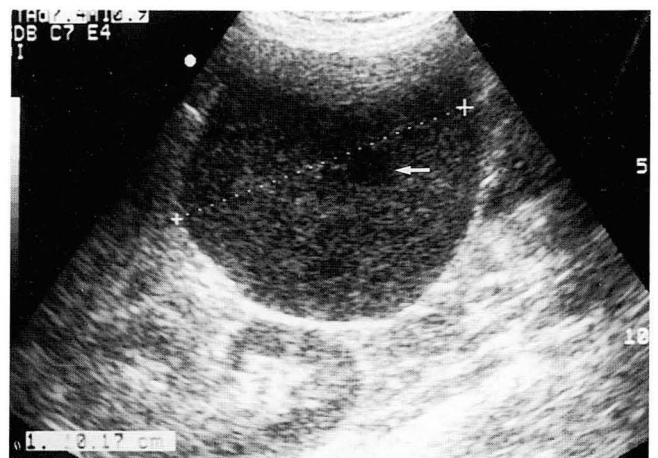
Ultrasonogram demonstrates about 10cm-sized well demarcated round hypoechoic mass in the left upper quadrant. The mass was mobile at positional changes during scanning. Small hypoechoic focus, compatible with necrosis, is seen at the center of the mass(white arrow).
